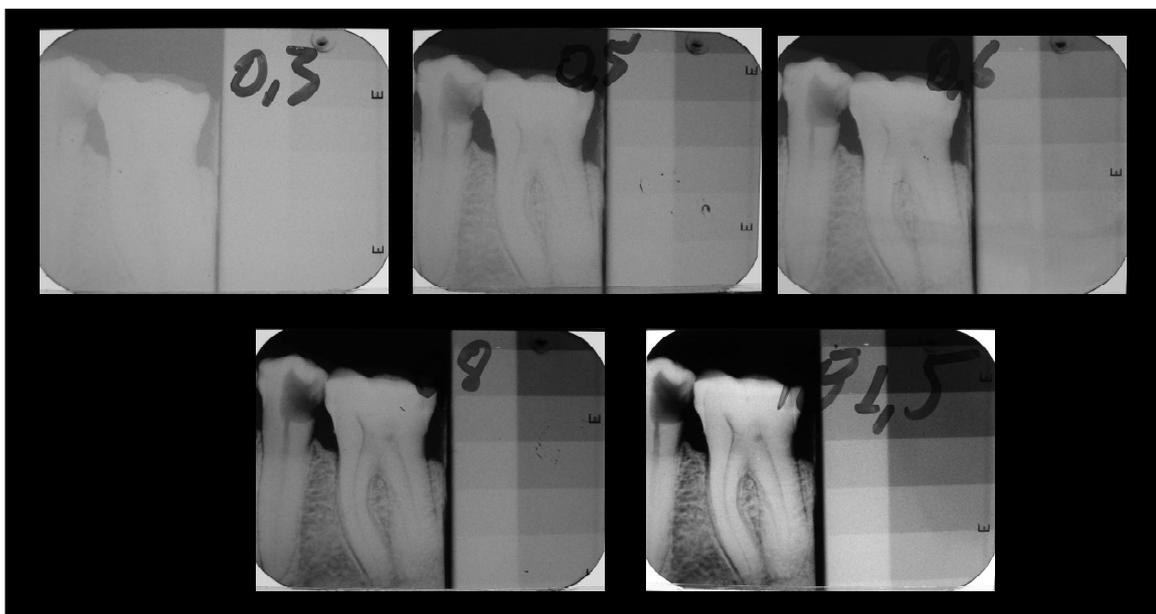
Exemplo dos tempos de exposição dentro dos 4 tempos eleitos para o estudo, sendo que o profissional utilizava o tempo de 1,5 segundo para as suas radiografias em seu consultório odontológico, dando um total de 5 tempos de exposição para comparação.
